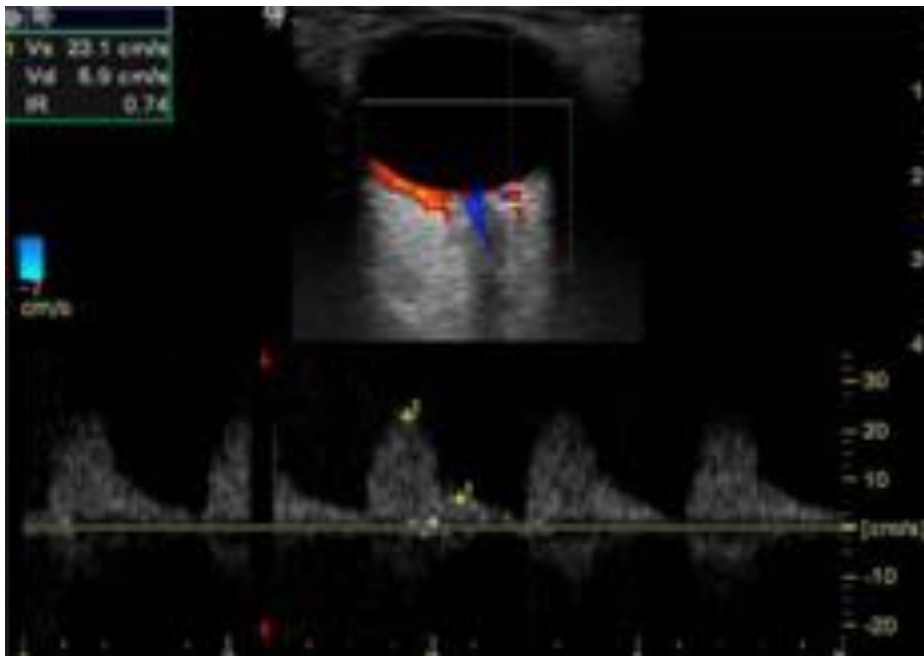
Ciliares posteriores. Doppler color y pulsado con valores de velocidades sistodiastolicas e IR.
